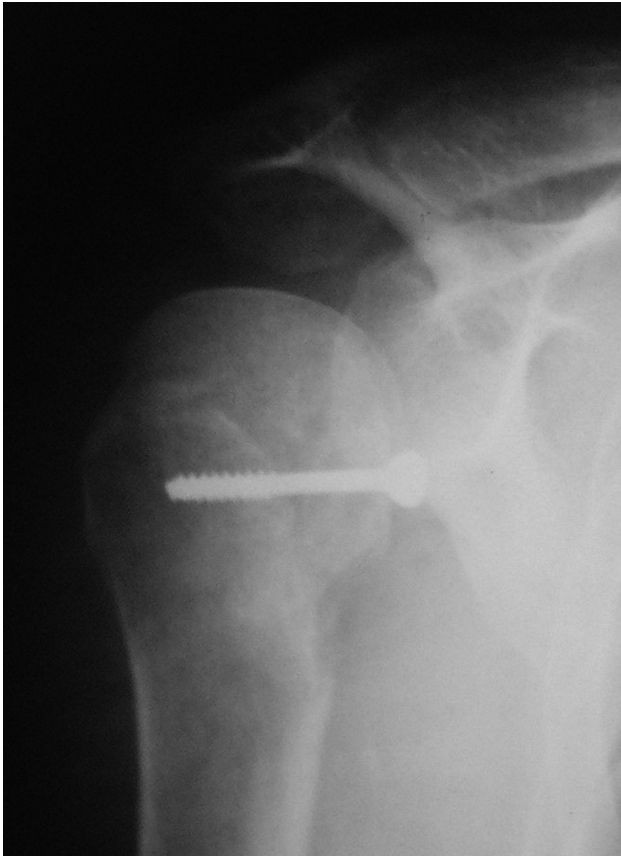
Рентгенограмма плечевого сустава после заполнения дефекта свободным костным аутотрансплантатом и малым бугорком плечевой кости.
